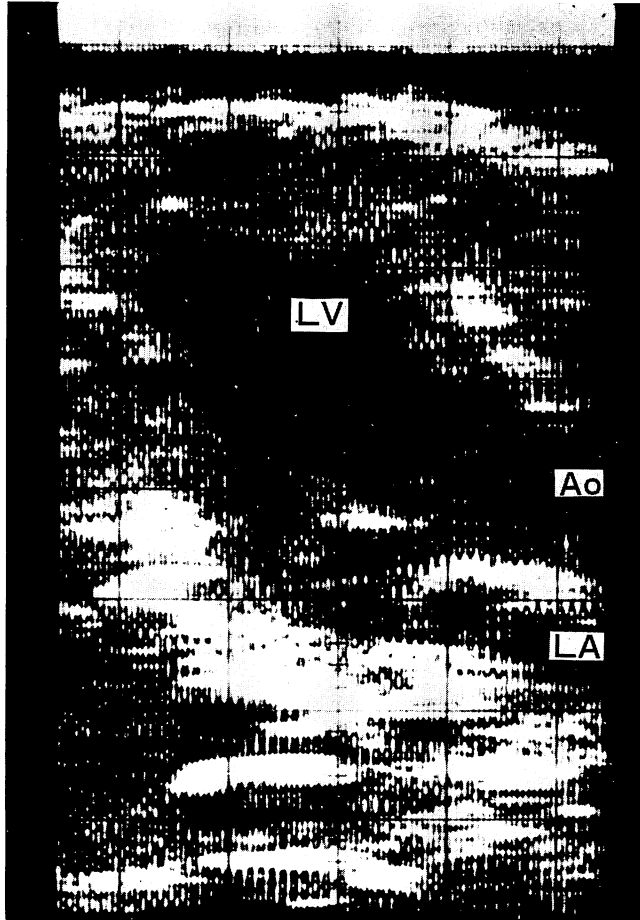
Linear-scan echocardiogram recorded on 35 mm cine-film at 19 frames/sec. This frame shows diastole. Ao: aorta, LA: left atrium, LV: left ventricle.
